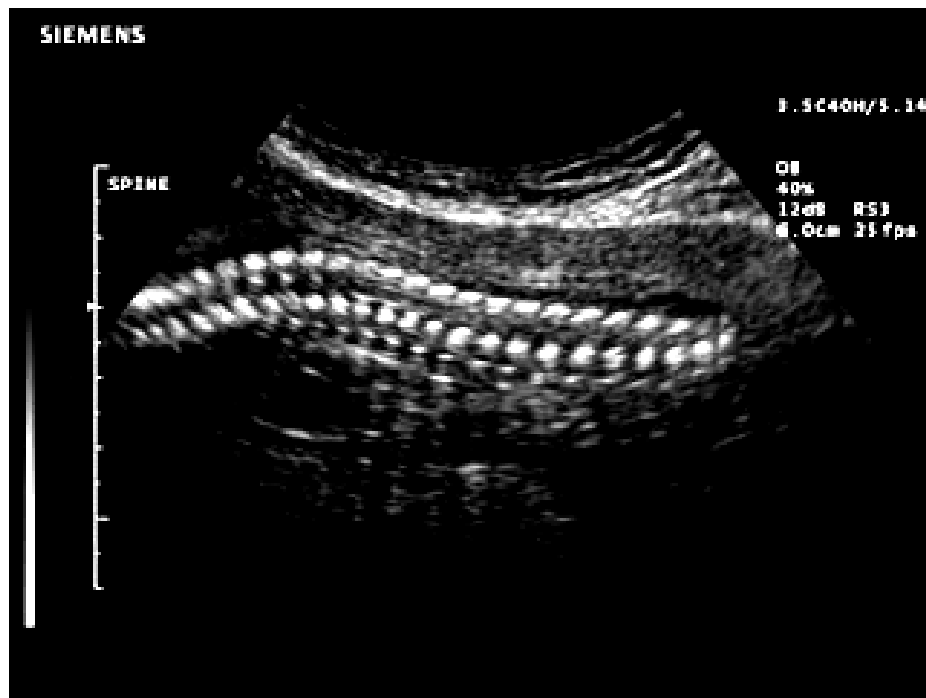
Ultra-sonografia obstétrica – coluna vertebral de feto de 11 semanas
